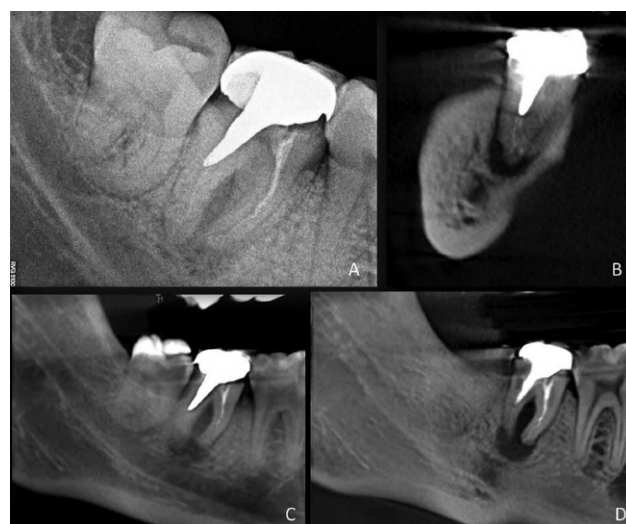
A: Radiografía de segundo molar inferior con tratamiento realizado y patología periapical. B: CBCT, corte paraaxial, que muestra proceso; y gruesa cortical que minimiza su expresión radiográfica. C: CBCT, corte sagital de 15 mm espesor, en la que se observa el tercer molar. D: CBCT, corte sagital de 3 mm de espesor; curva trazada sin pasar por el tercer molar inferior.
